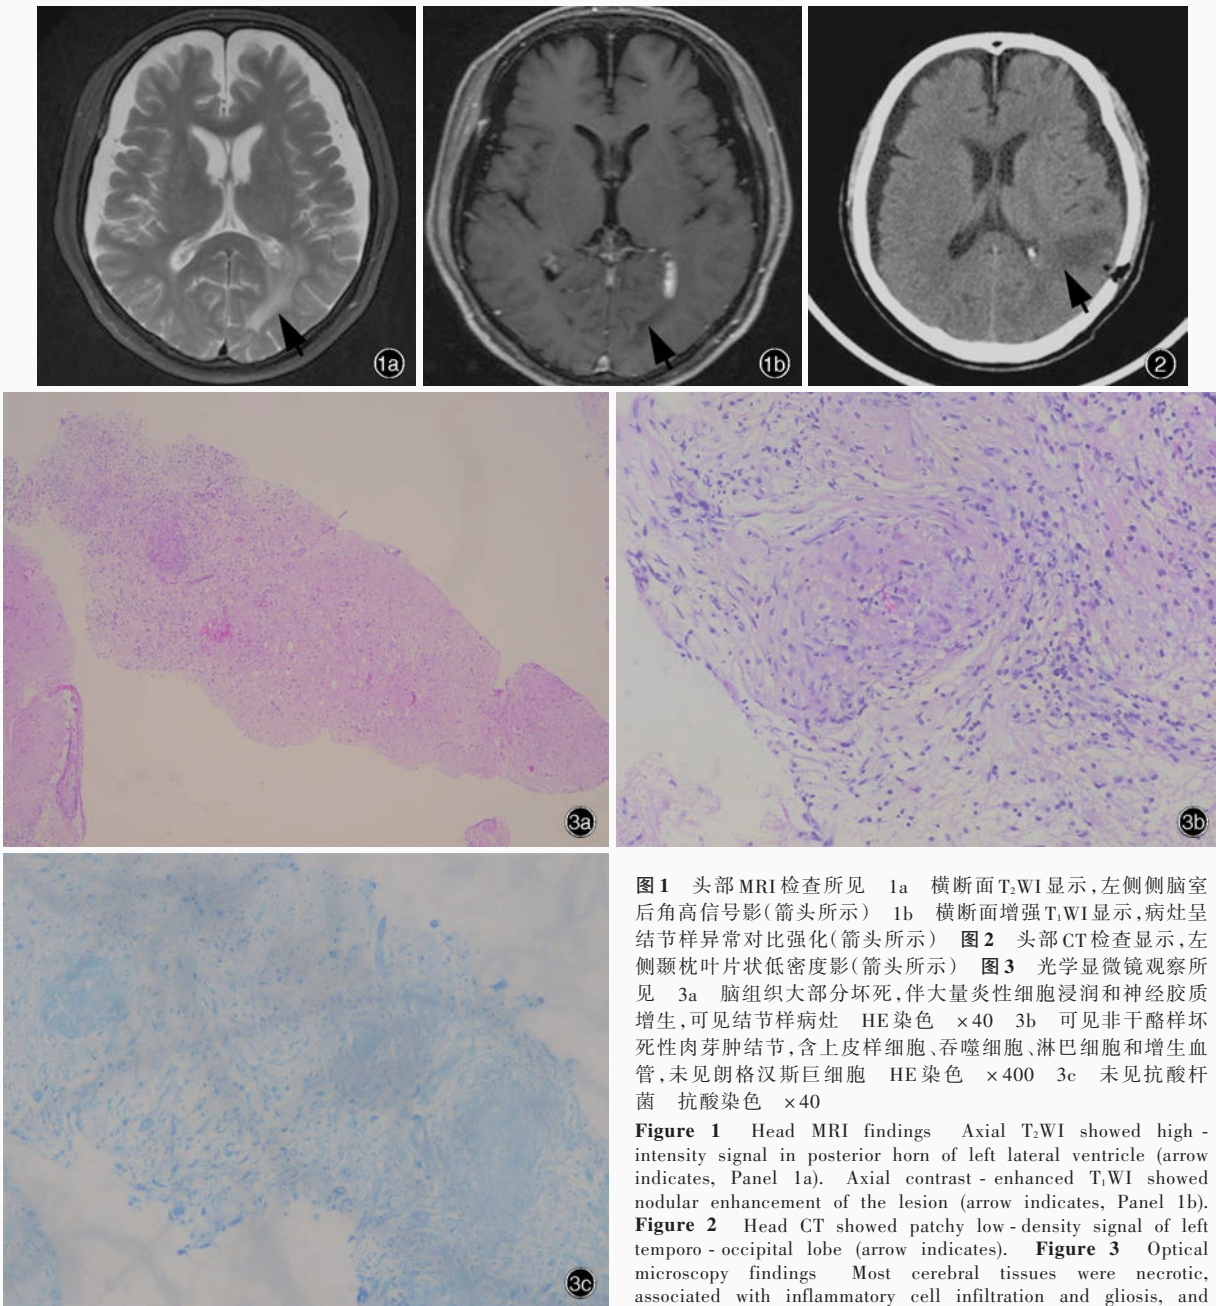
头部MRI检查所见 1a 横断面T₂WI显示,左侧侧脑室后角高信号影(箭头所示) 1b 横断面增强T₁WI显示,病灶呈结节样异常对比强化(箭头所示) 图2 头部CT检查显示,左侧颞枕叶片状低密度影(箭头所示) 图3 光学显微镜观察所见 3a 脑组织大部分坏死,伴大量炎性细胞浸润和神经胶质增生,可见结节样病灶 HE染色 ×40 3b 可见非干酪样坏死性肉芽肿结节,含上皮样细胞、吞噬细胞、淋巴细胞和增生血管,未见朗格汉斯巨细胞 HE染色 ×400 3c 未见抗酸杆菌 抗酸染色 ×40
